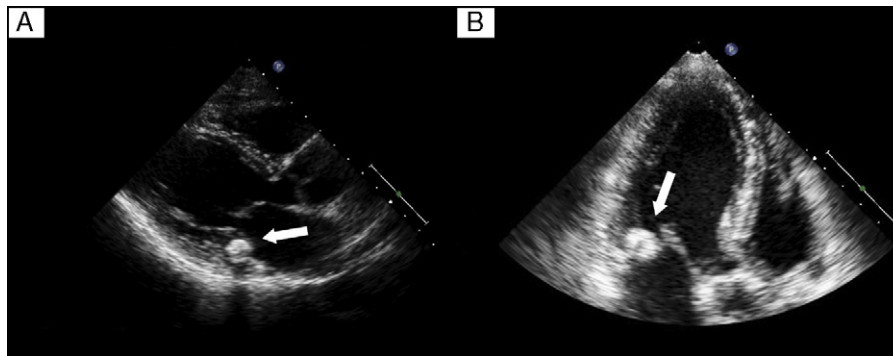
Ecocardiograma transtorácico en el eje paraesternal largo (A) y apical de tres cámaras (B) que muestra una imagen típica de la calcificación caseosa del anillo mitral sin apenas sombra acústica posterior.
